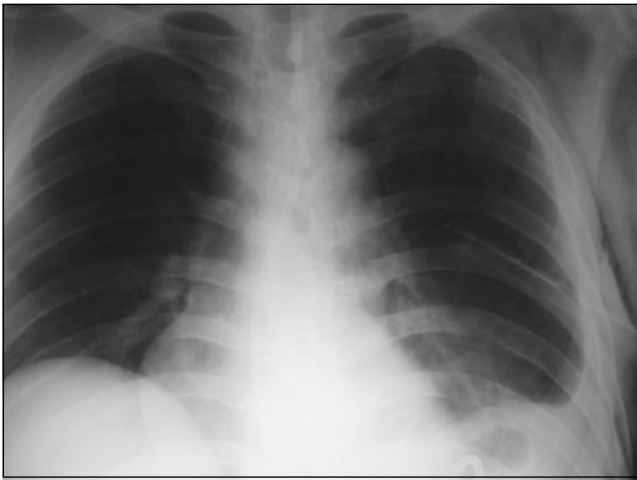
Radiografía de tórax (control postquirúrgico). Derrame pleural izquierdo escaso, con tubo de toracostomía cerrada en el hemitórax izquierdo, y enfisema subcutáneo; el aspecto anatómico de las estructuras está dentro de los límites normales.
